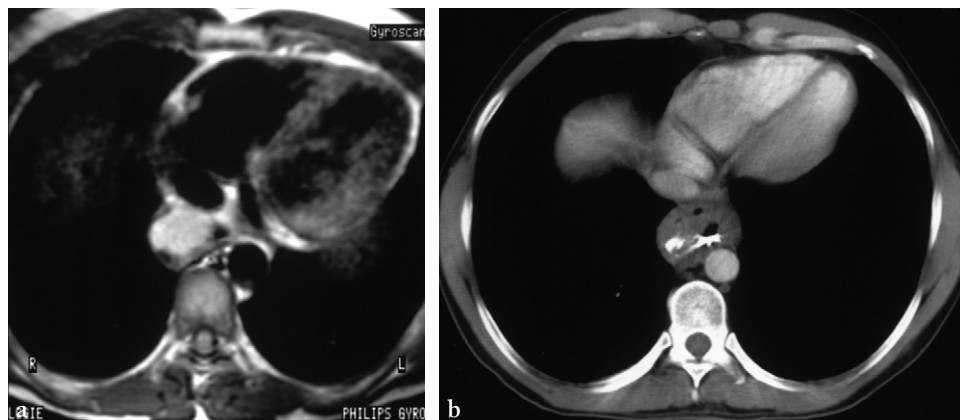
Kyste bronchogénique intramural communicant de l'œsophage. La radiographie standard du thorax de face montrait une opacité médiastinale en projection cardiaque.
